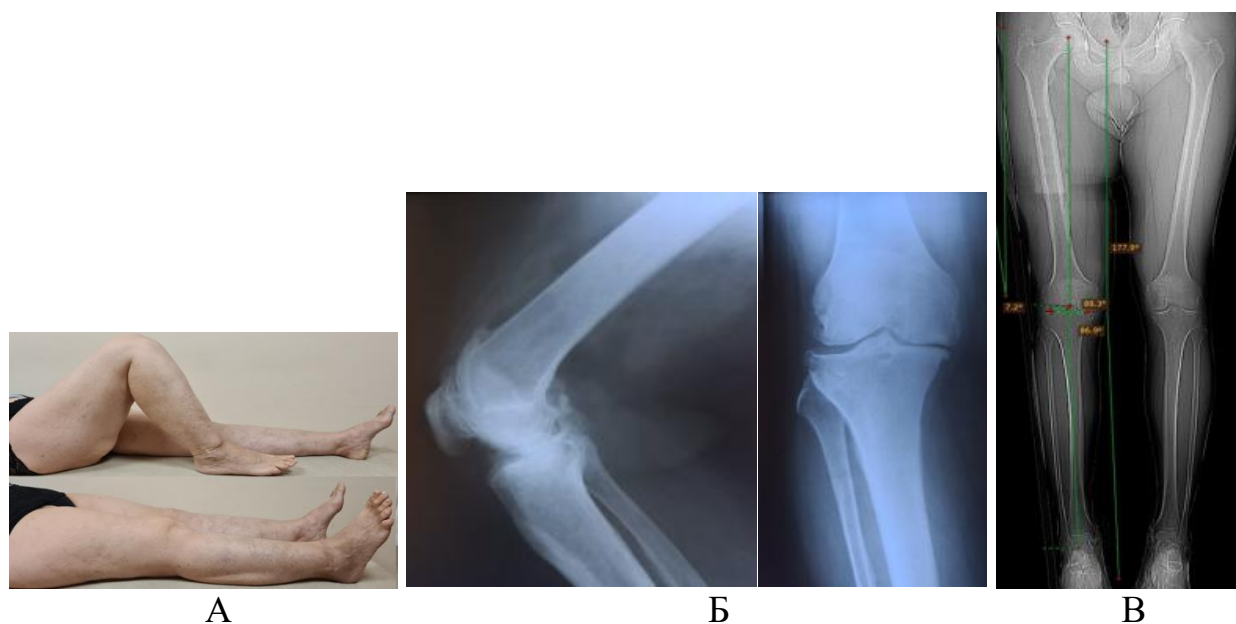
Вид коленного сустава пациента. А-амплитуда движения в суставе, Б- рентгенограмма коленного сустава в двух проекциях. В-телерентгенограмма с нагрузкой
